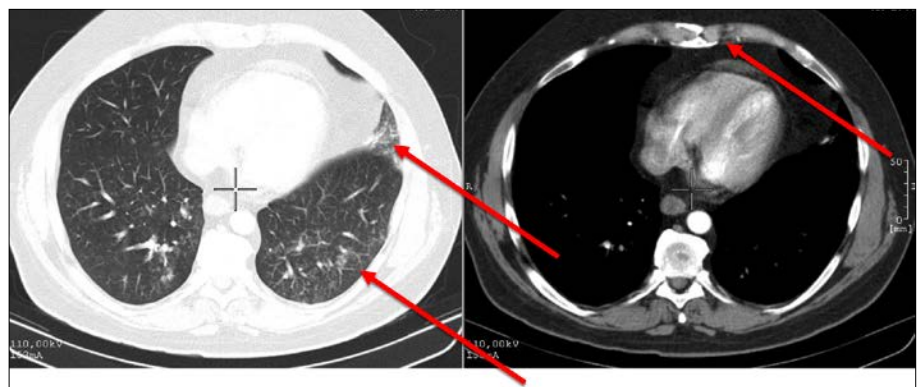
Thorax-CT – intrapulmonale Beteiligung mit „tree in bud“ und chronisch entzündlichen Veränderungen bei rezidivierenden Infektionen des bronchovaskulären Bündels. Differenzialdiagnostisch kommt hier auch eine Vaskulitis in Betracht
